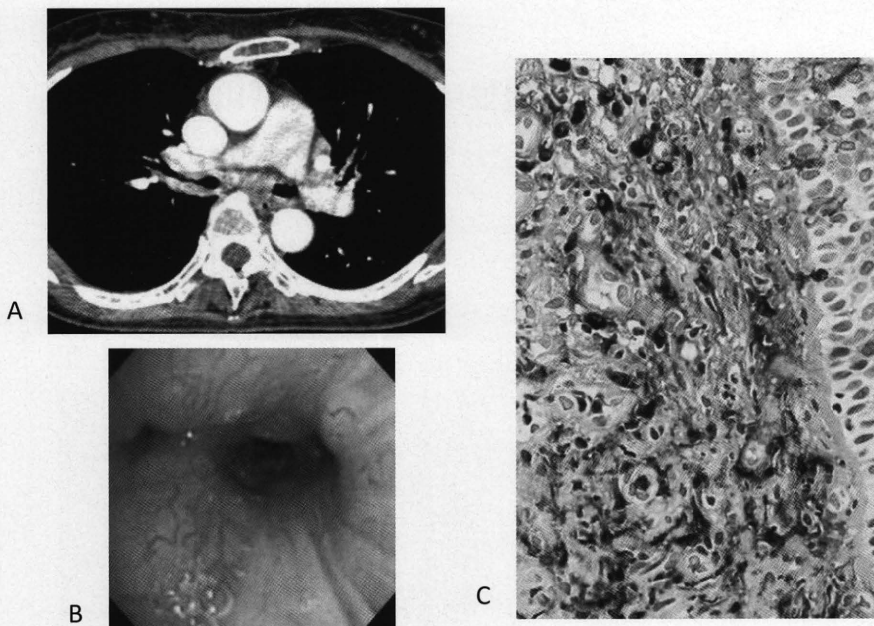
胸部CT 右気管支血管束の肥厚と気管支狭窄を認める.
